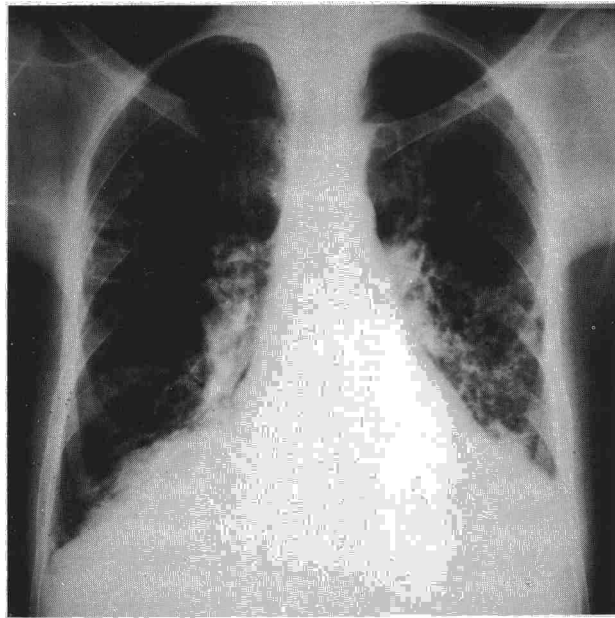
Radiografía anteroposterior de tórax en la que se aprecian líneas septales marcadas, borrosidad vascular y engrosamiento de cisuras, más marcada a nivel de la cisura media del hemitórax derecho.
